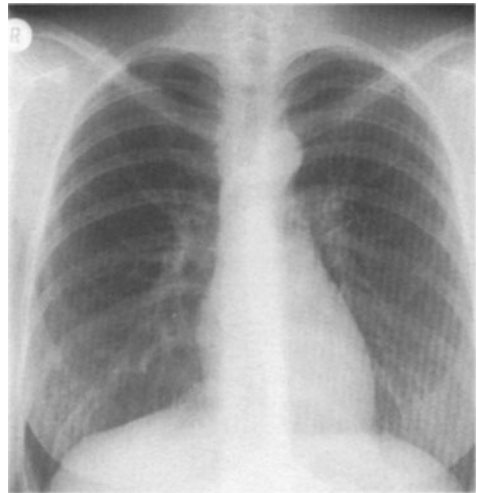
Unauffälliges Röntgenbild des Thorax
